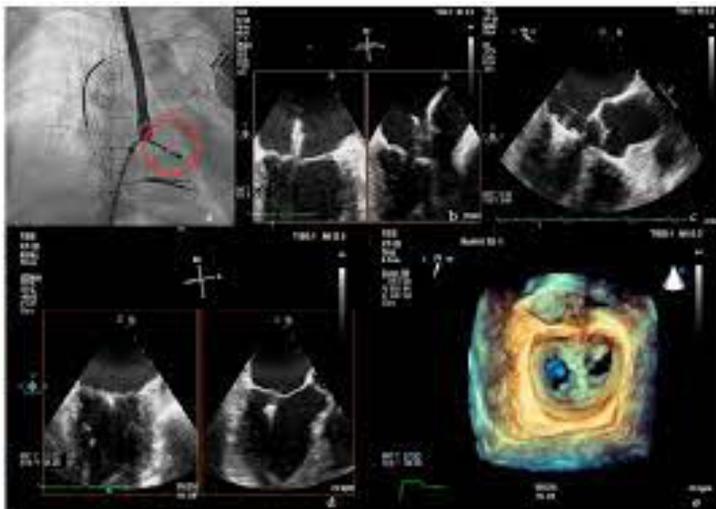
Визуализация устройства MitraClip во время эндоваскулярной пластики с помощью флюорооскопии и чреспищеводной эхокардиографии.
